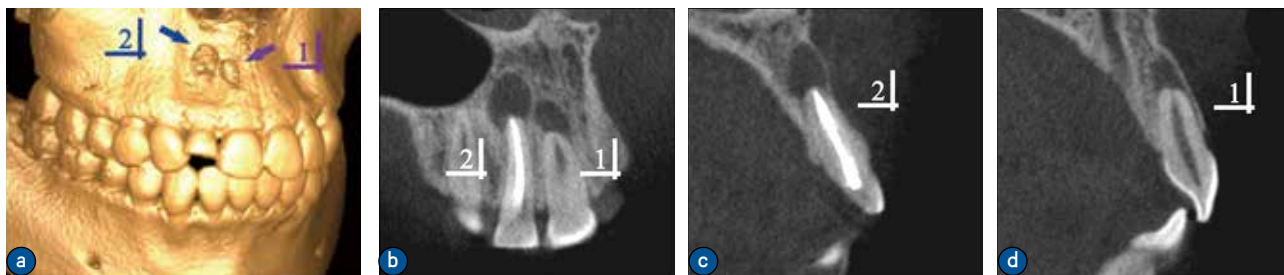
根管再治疗术后6个月复查CBCT,显示根尖区域有囊性病变
